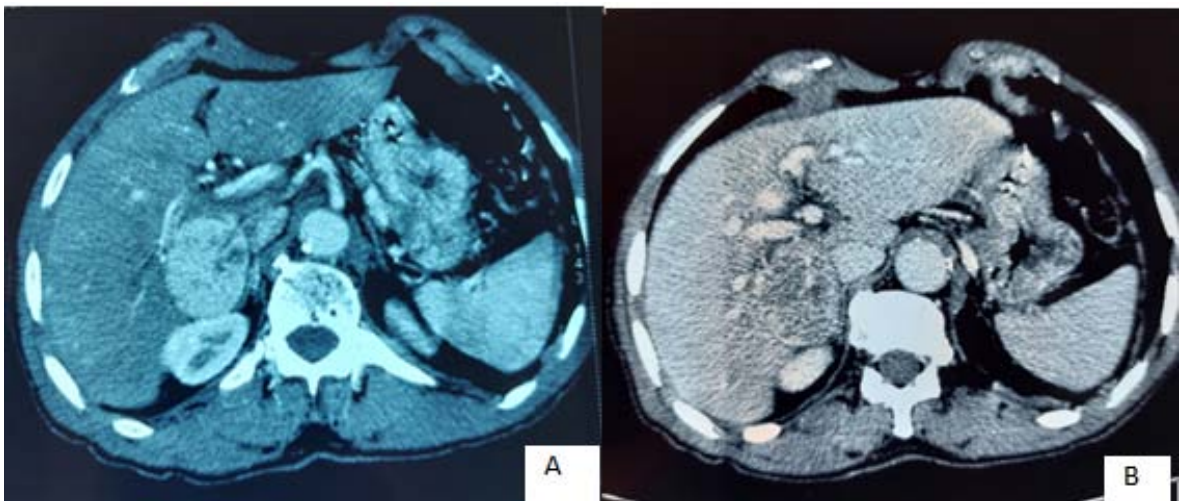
TDM hépatique en coupes axiales fenêtre parenchymateuse : lésion ovale au niveau du segment V rehaussée au temps artériel (A) : avec lavage au temps portal (B)
